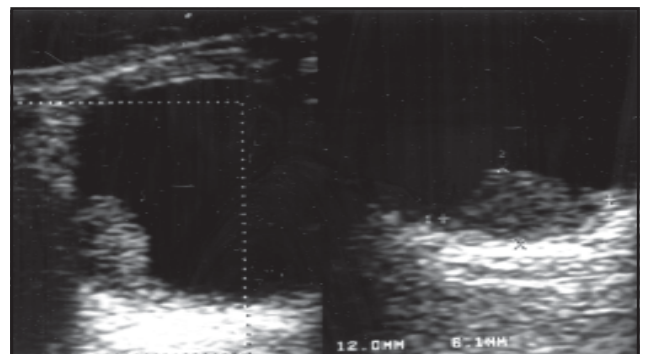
Ecografía de melanoma: morfología en “botón de camisa”.
